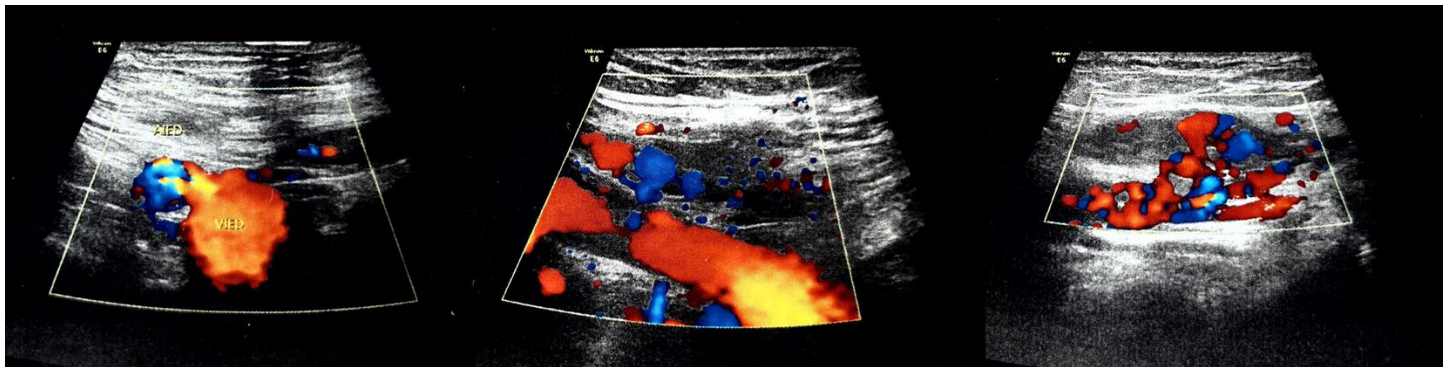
Representação do exame de ultrassonografia pélvica da região inguinal direita com estudo Doppler.
